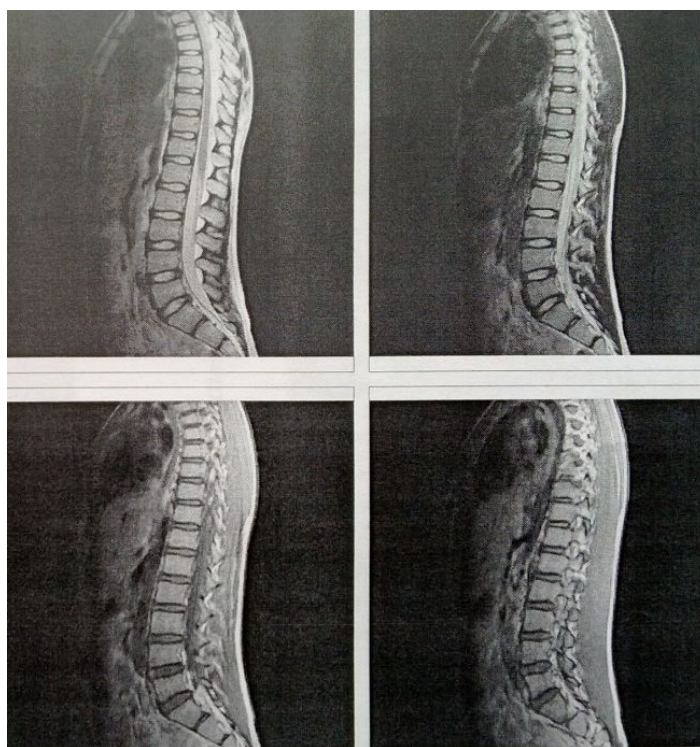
Фото МРТ-граммы позвоночника пациента Ш., 12 лет.
